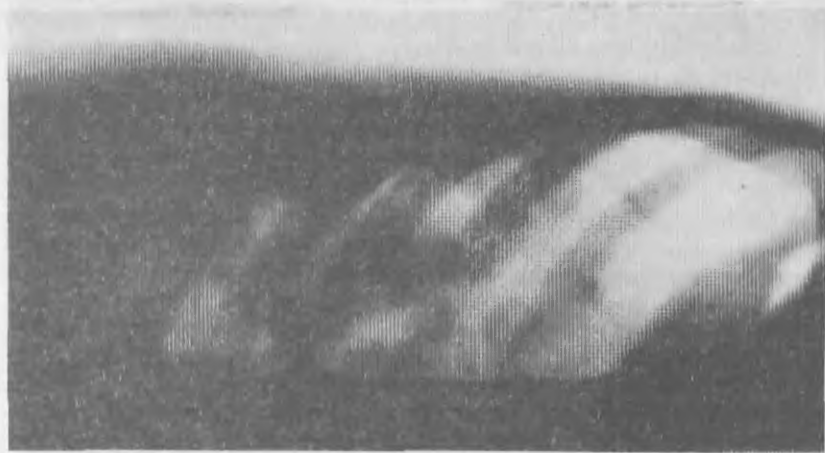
Рентгенограмма левой половины грудной полости больного Н., 50 лет. Положение больного — лежа на правом боку. Диагностический пневмоторакс. На парietальной плевре видны гроздь шаровидных образований — метастазы инсуломы.
